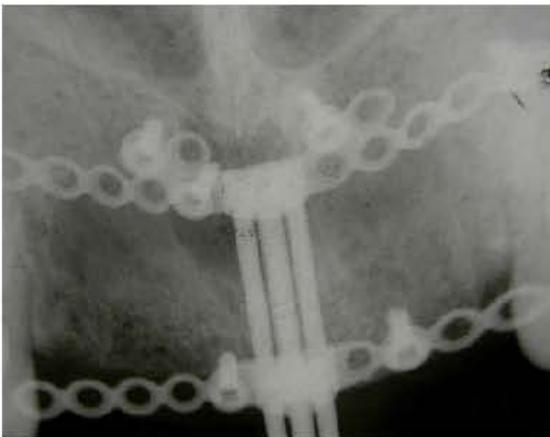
Radiografía final de la distracción alveolar
